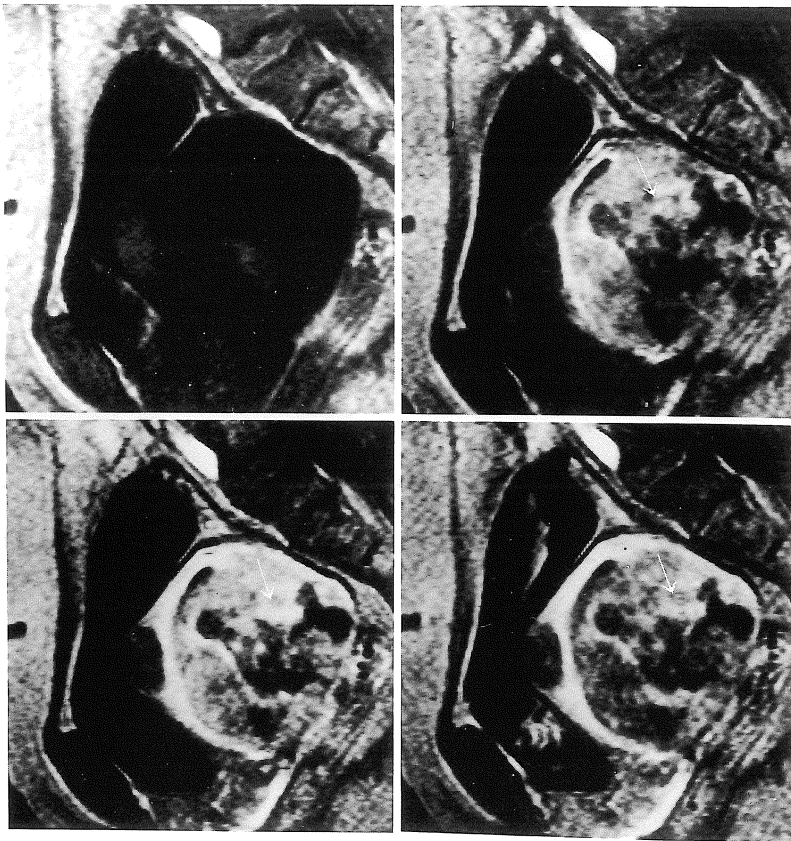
Sagittal dynamic MRI (0, 30, 60 and 180 s. after Gd-DTPA intra-venous injection). The tumor shows early and inhomogeneous enhancement. Irregular areas of non-enhancement throughout dynamic study are indicative of tumor necrosis (↑).
